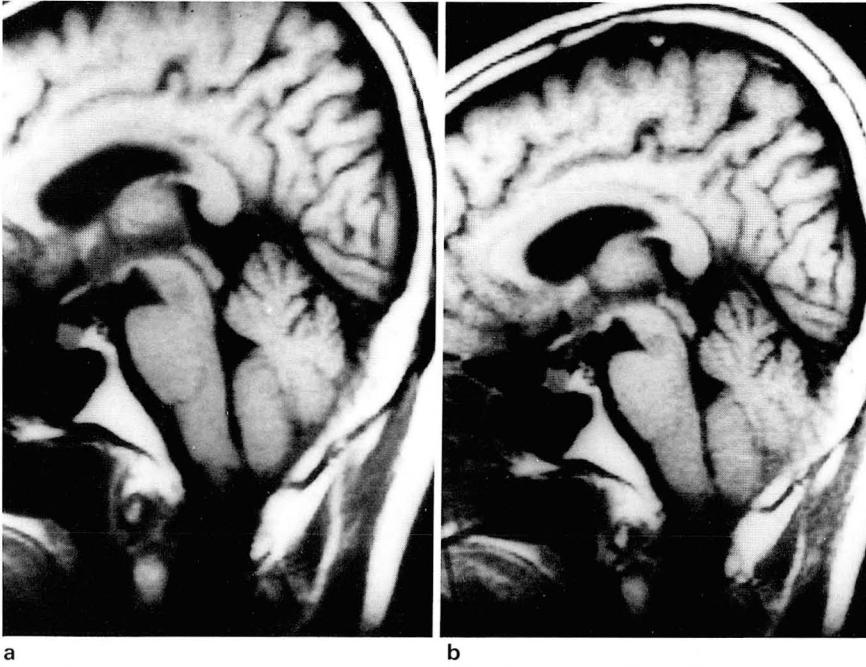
Midline sagittal MR images obtained in the same patient with different section thickness 8mm(a), and 5mm(b).
